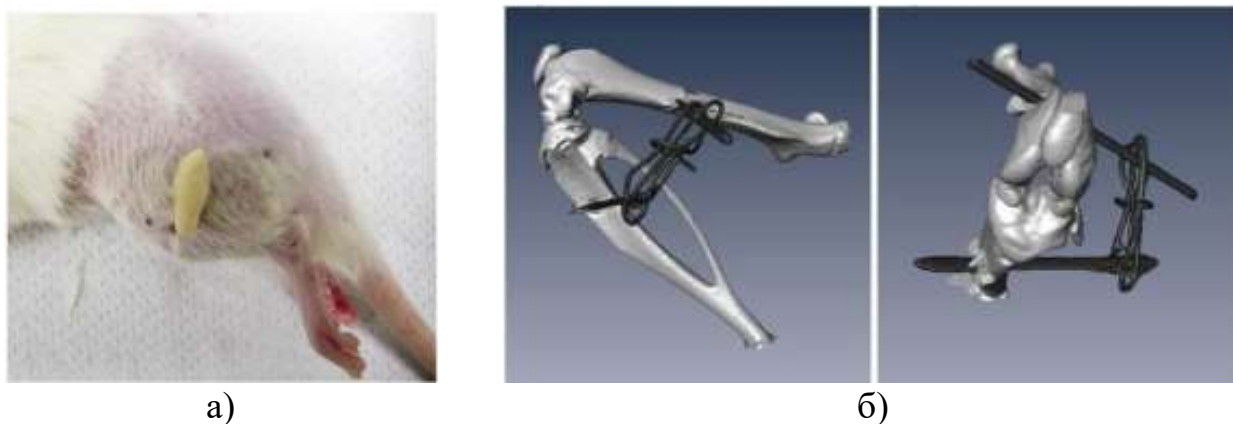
Колінний суглоб щура, іммобілізований зовнішнім згинанням за допомогою дроту та смоли [118]: а) вигляд збоку; б) мікрокомп'ютерна томографія кістки та дротів збоку та спереду.
